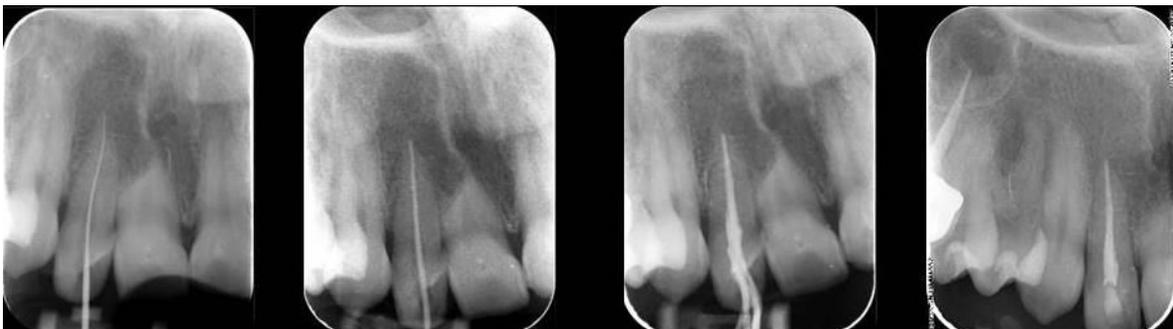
Radiografías tratamiento de conductos. Fuente directa
